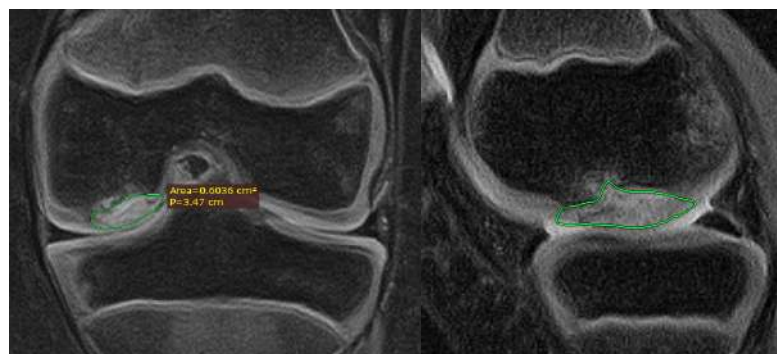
Рисунок №73. МРТ правого коленного сустава пациента С., 11 лет. Режим PDFS, предоперационная картина.
